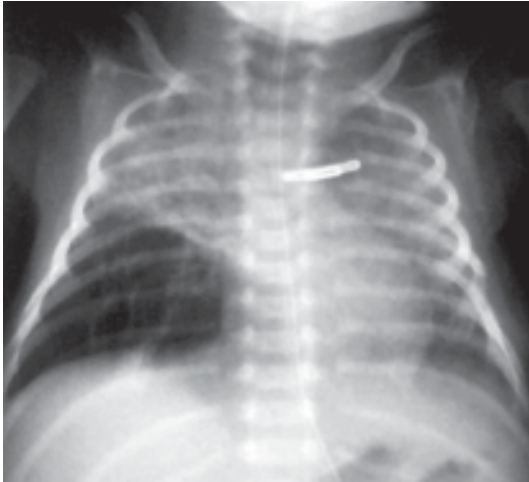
Radiografía de tórax (vista frontal) DBP: opacidades redondeadas confluentes. Aumento de la transparencia pulmonar hacia la base.
